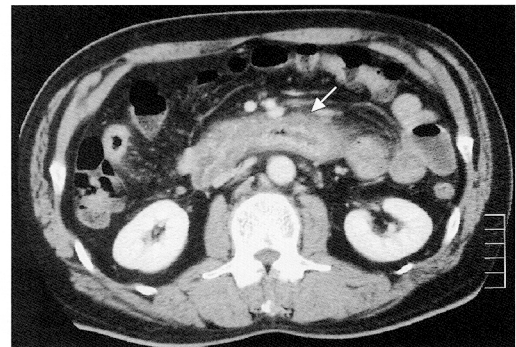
腹部造影 CT 検査 (症例2, 7月7日)
